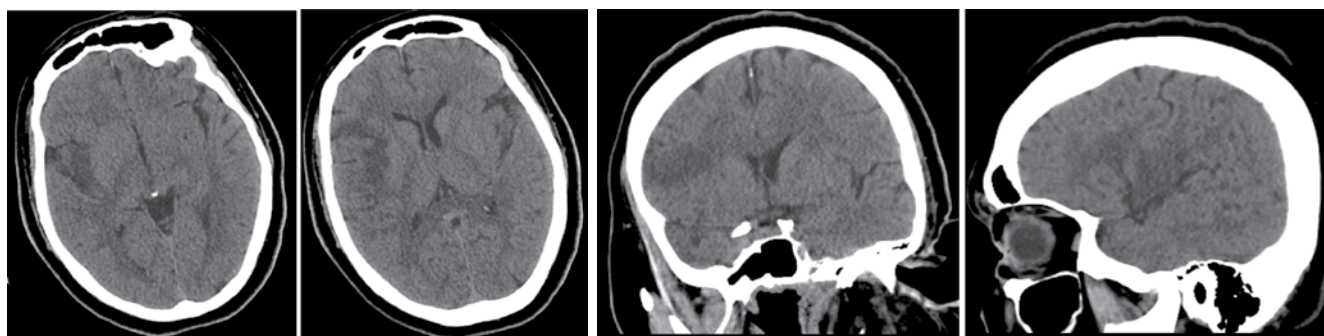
КТ головного мозга пациентки Ф. в момент поступления в РСЦ
